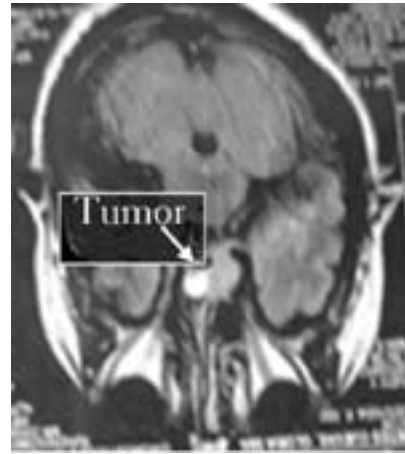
Resonancia nuclear magnética (2011), importante masa sobre las estructuras supra y paranasales con componente necrótico de posible origen posquirúrgico
